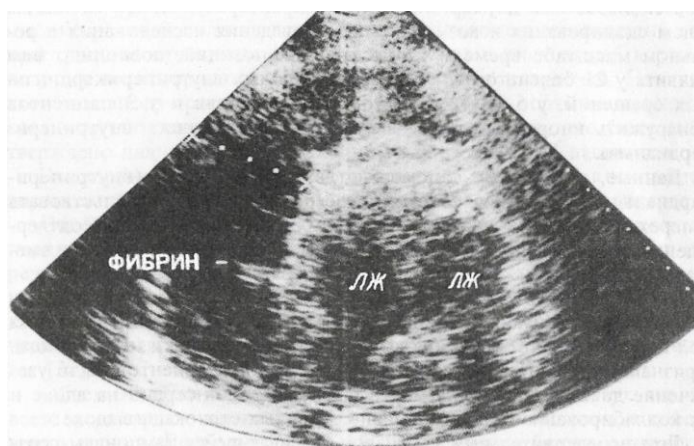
Двумерная эхокардиограмма больного А., 26 лет, со слипчивым перикардитом. Листки перикарда утолщены, в полости перикарда отмечается организующийся фибрин.
